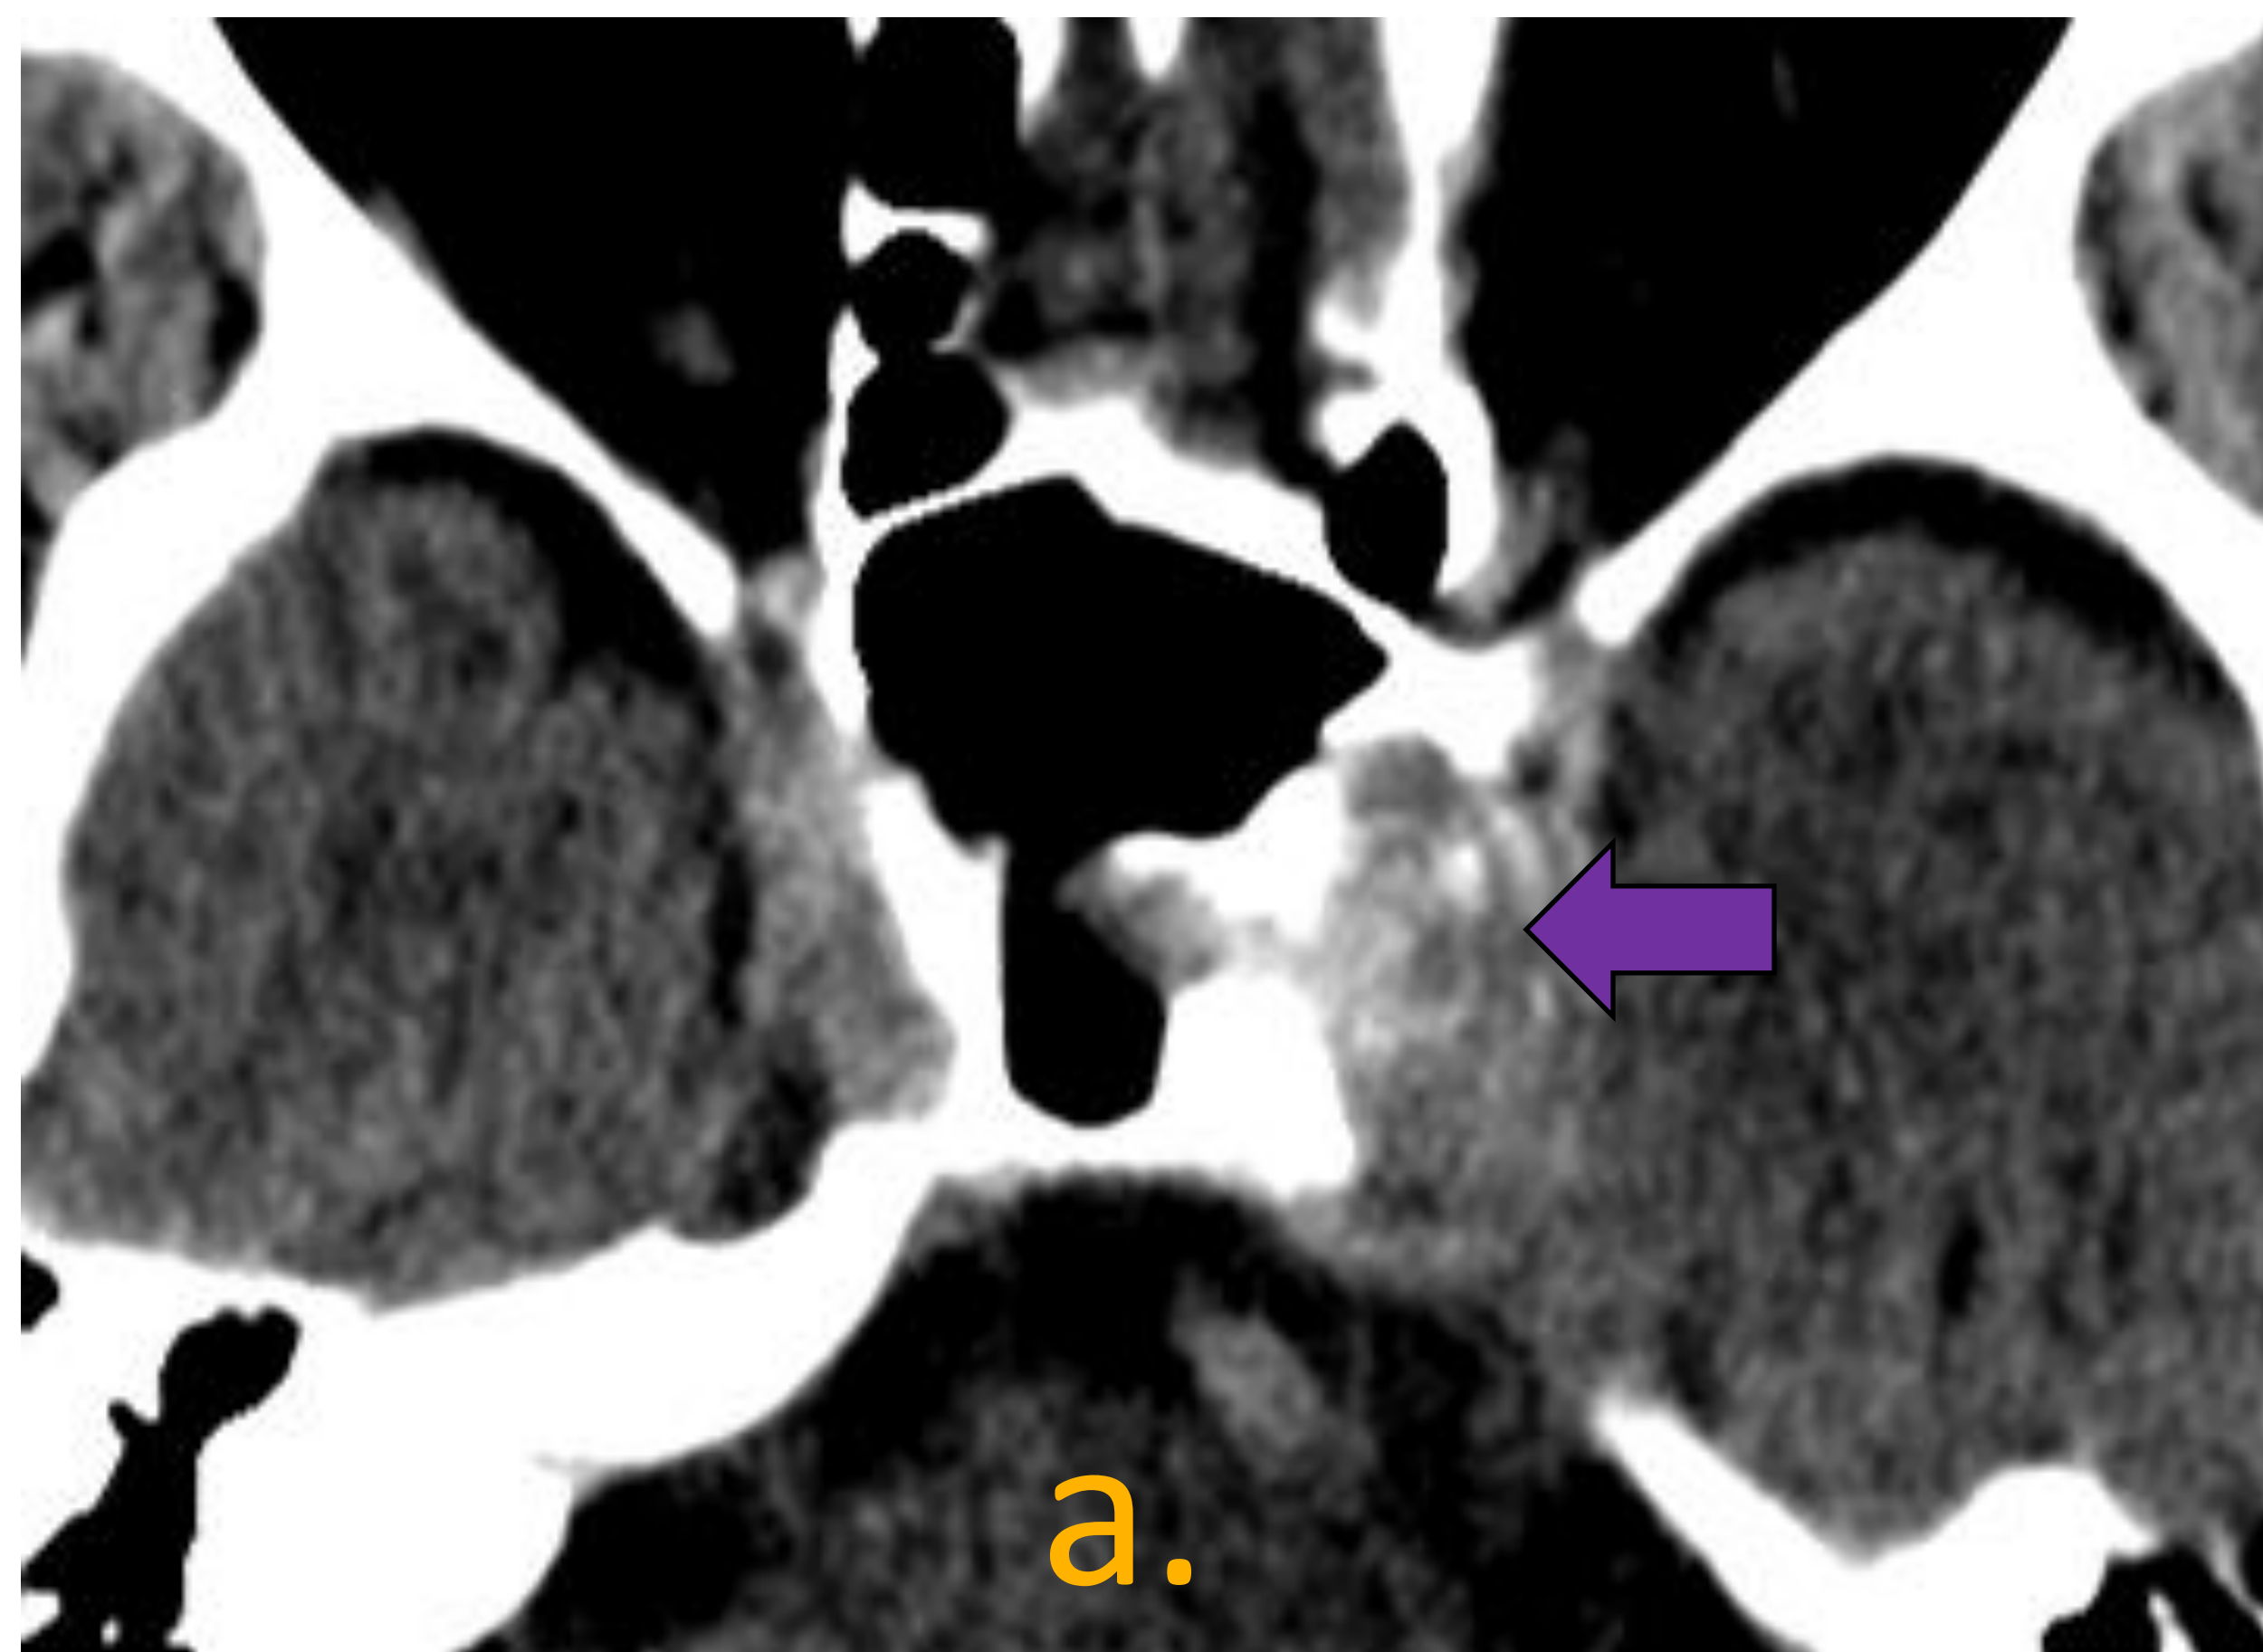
a) TC axial b) T2 Flair axial c) T1 axial fat sat tras la administración de contraste. Ocupación del seno cavernoso izquierdo (flecha lila), con realce heterogéneo tras la administración de contraste (flecha amarilla).
